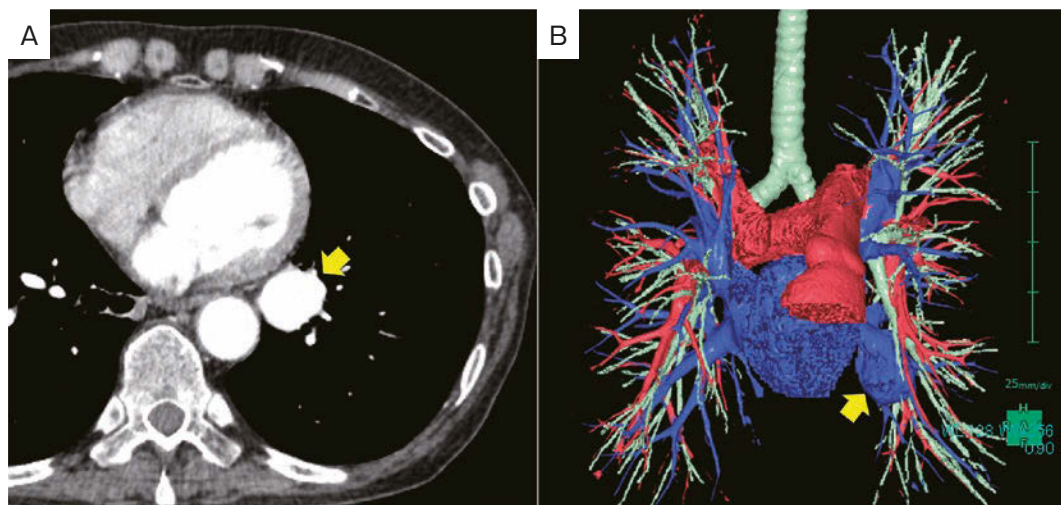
Contrast-enhanced CT scan with three-dimensional volumetric imaging. (A) Contrast-enhanced CT revealed a highly enhanced nodule (yellow arrow). (B) Three-dimensional CT demonstrated that the nodular lesions were continuous with the left pulmonary vein (yellow arrow).
